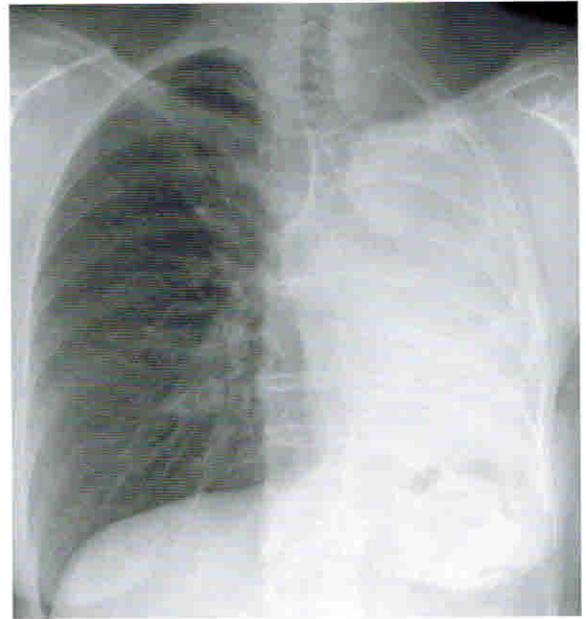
Левосторонняя пневмонэктомия. На рентгенограмме видно затемнение левой половины грудной клетки со смещением средостения в сторону поражения.
